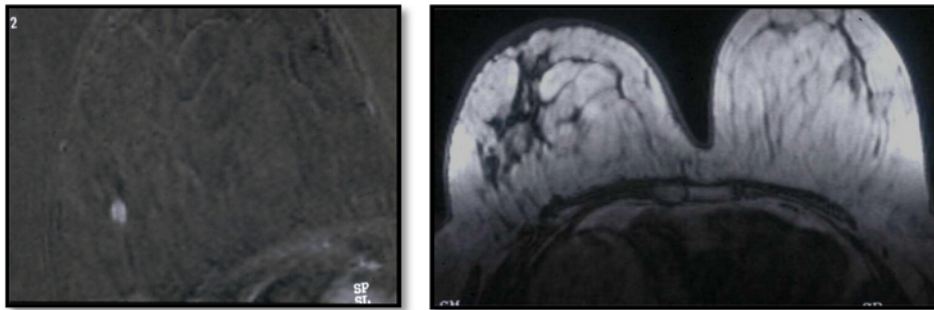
Imágenes de RM: Recidiva local en paciente con CM previo.
